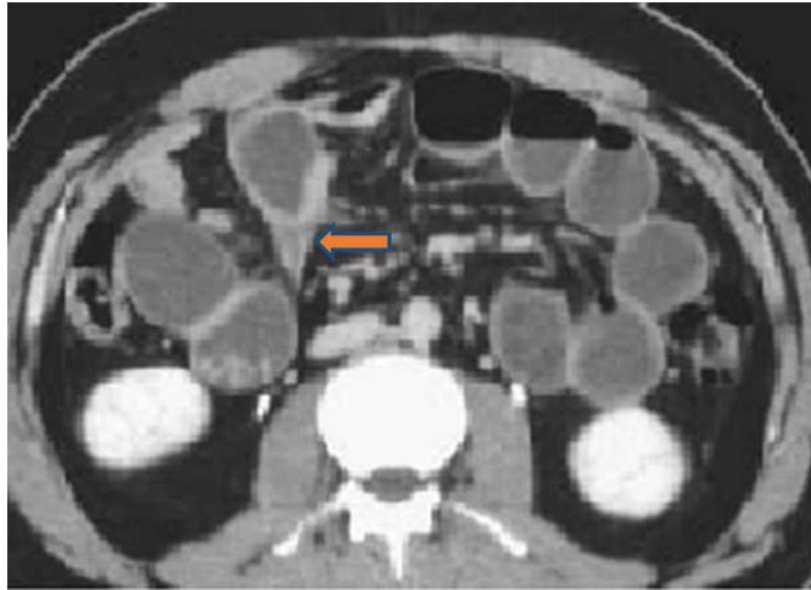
Coupe TDM sous-mésocolique avec injection mettant en évidence le signe du bec (flèche). (5)
